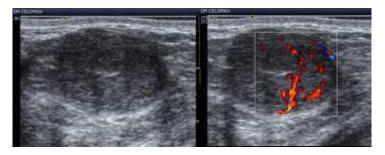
Image échographique d'un adénofibrome.
